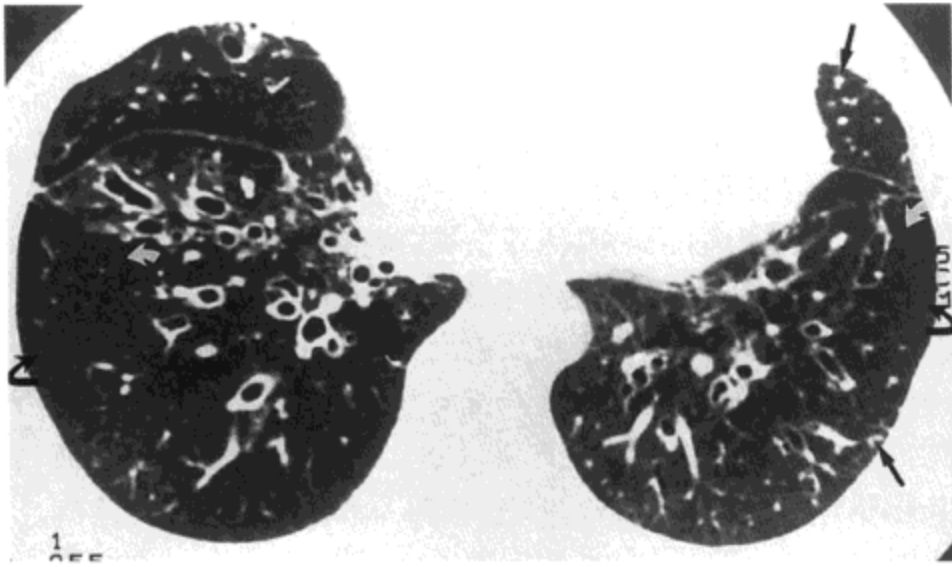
氨吸入—支气管扩张与阻塞性细支气管炎。高分辨率CT影像(1.0mm层厚)示双侧广泛的支气管扩张与局限性的低密度及胸腔积液(弯箭号),符合阻塞性细支气管炎。与扩张而充满黏液的细支气管相符的小叶中心性结节与分支状线样影(直箭号)也很明显。病人男,56岁,15年前因冰箱爆炸而吸入氨。
